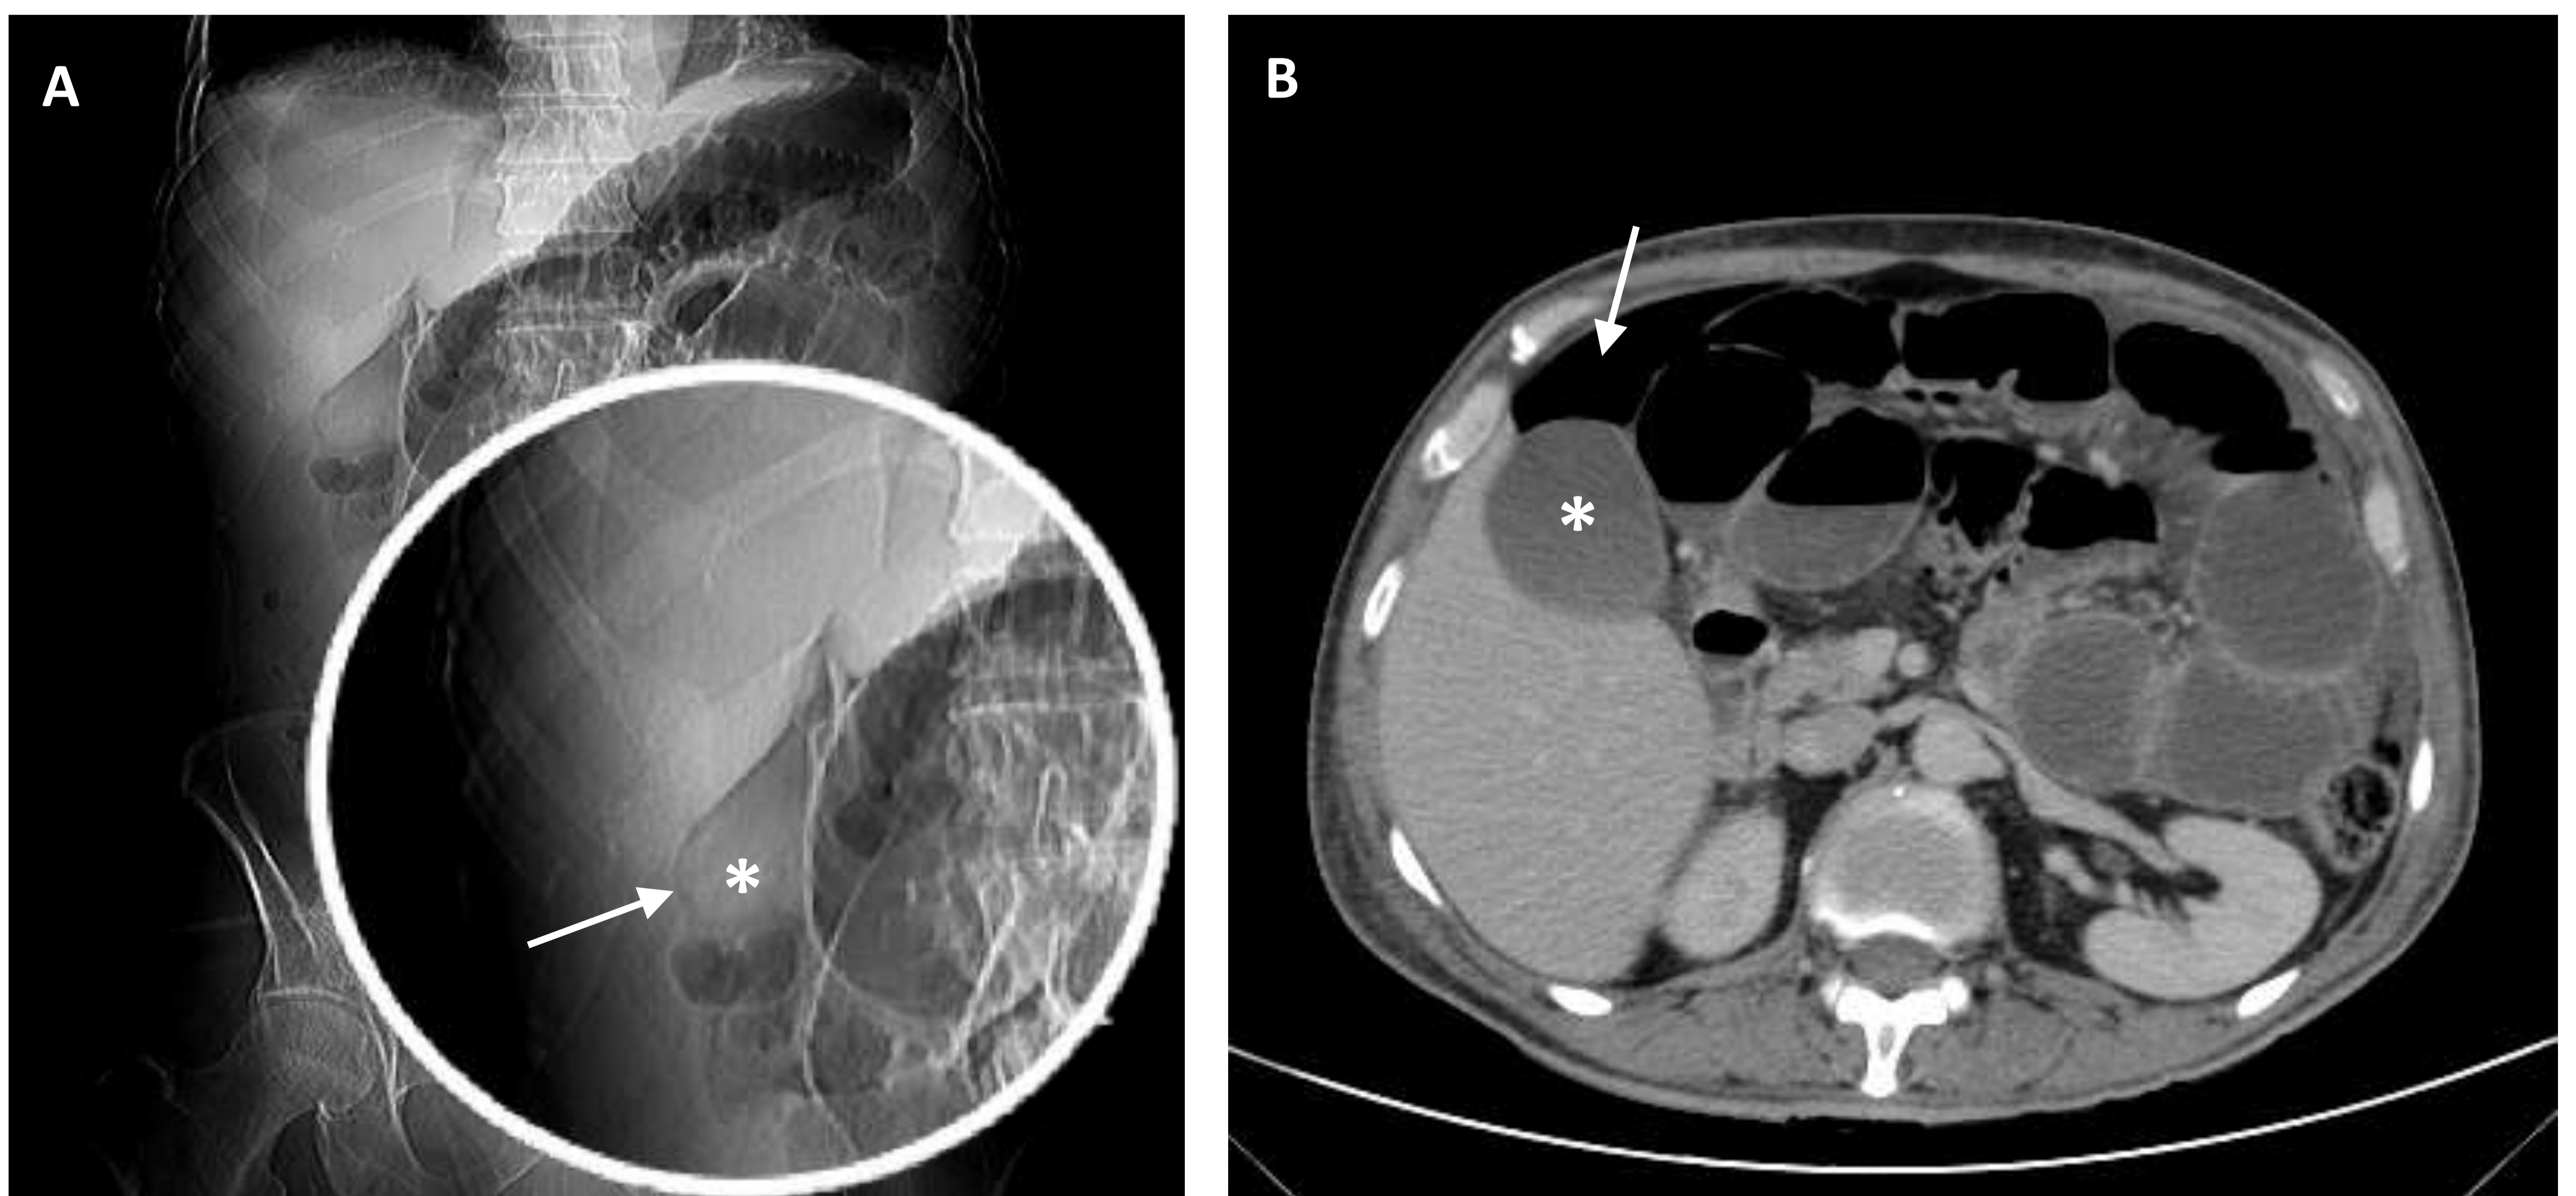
Neumoperitoneo. Topograma (A) y TC abdominal (B) en paciente con perforación intestinal secundaria a cuadro obstructivo. Acúmulo de aire (flecha) en hipocondrio derecho que contacta con la superficie anterior de la vesícula biliar (asterisco), permitiendo su visualización.
